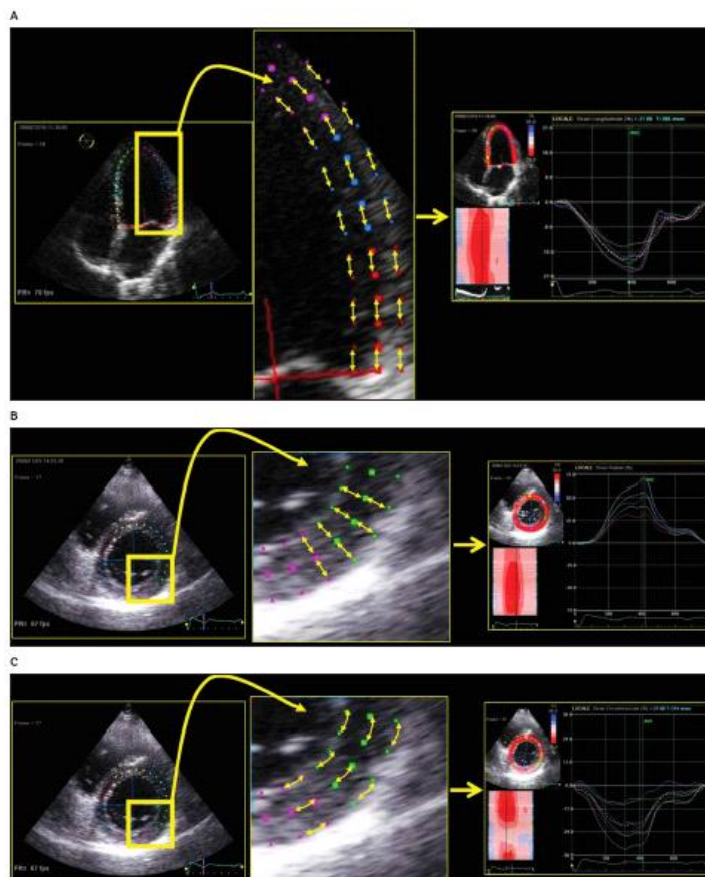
Fig analisi ecocardiografica speckle-tracking echocardiographic della deformazione miocardica che mostra la misurazione dello strain longitudinale (A), radiale B) e circonferenziale (C)²⁴⁴.
